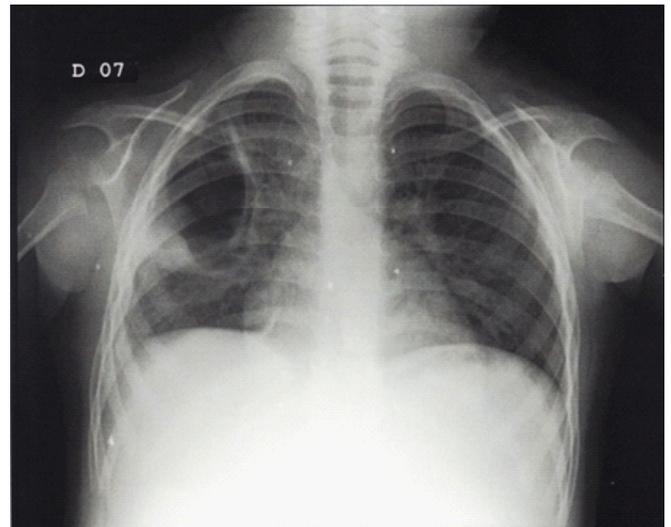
Radiografia realizada em 21/08/18, evidenciando pneumonia no hemitórax direito e derrame pleural.
